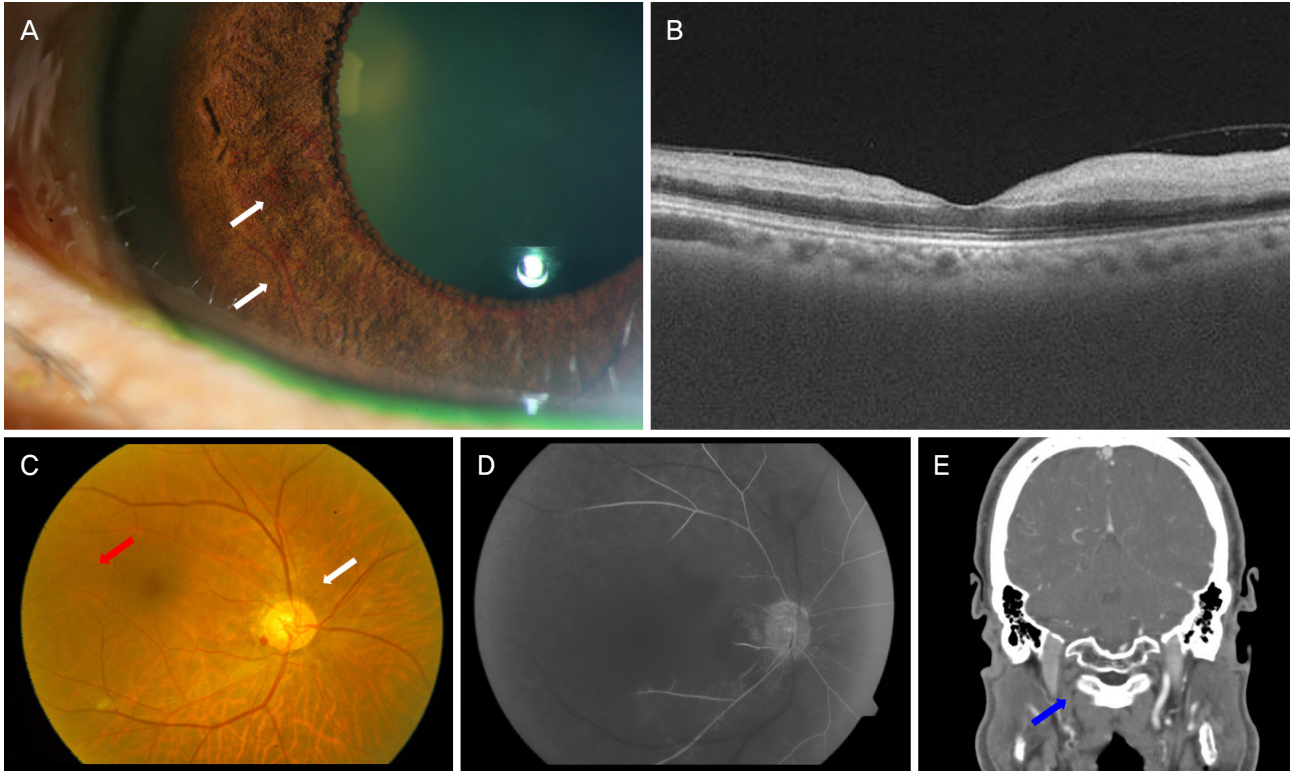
Representative case of ocular ischemic syndrome patient (case 10). (A) Anterior photo showed neovascularization of the iris (white arrows). (B) Optical coherent tomography showed hyperreflectivity suggesting inner retina ischemia, but there was no macular edema. (C) Fundus photo showed dot-shaped retina hemorrhage (white arrow) and neovascularization (red arrow). (D) Fluorescein angiography showed retinal artery filling delay (20 seconds). (E) Computed tomography angiography showed total occlusion of the right internal carotid artery (blue arrow).
